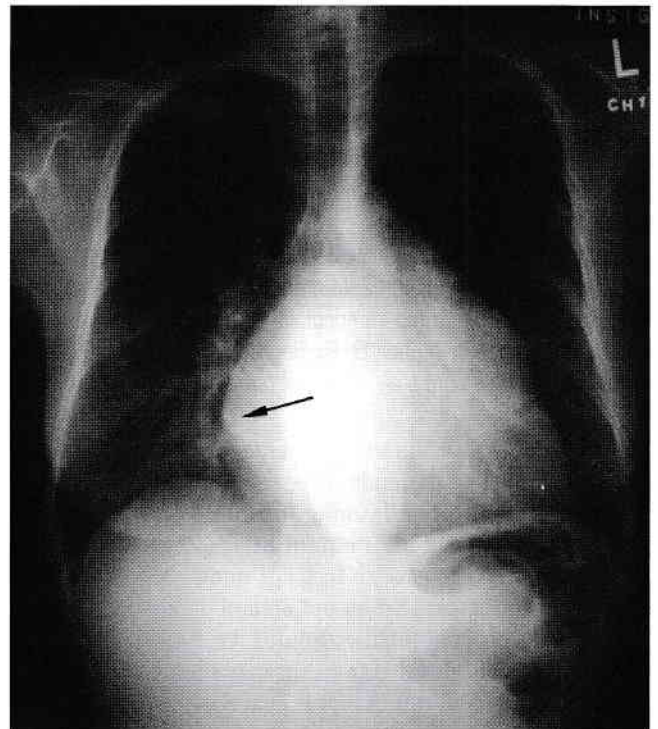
Mărire de volum a atrului stâng. Radiografie PA. Această radiografie arată semnul dublului contur (săgeată) produs de suprapunerea atrului stâng peste marginea dreaptă a cordului (atriu drept). De asemenea, observați convexitatea marginii superioare stângi a inimii, tipică în mărirea de volum a atrului stâng.
